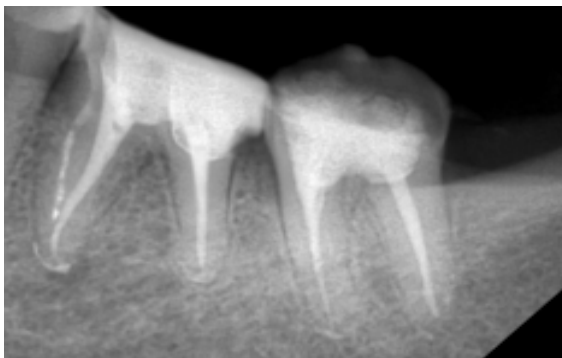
Постоперационная рентгенограмма зуба 36
